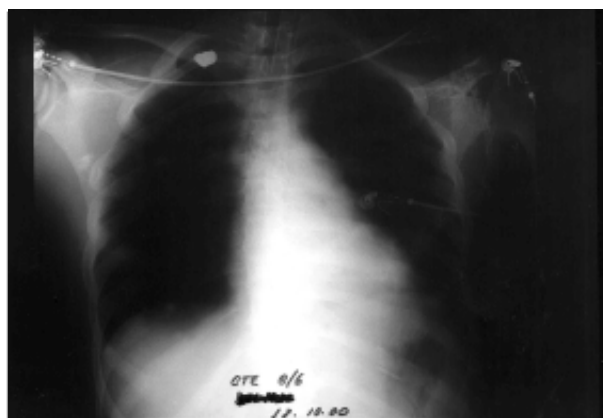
Radiografía de tórax (11 días del ingreso). Paciente en decúbito. Sin ocupación pleural. No se evidencia alteración de la silueta cardiopericárdica.
